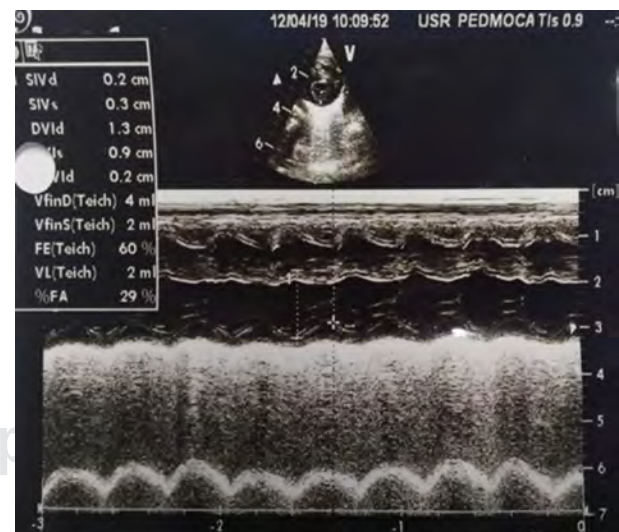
Ecocardiograma. Se evidencia buena función sistodiastólica ventricular izquierda, con gasto cardíaco de 250 mL/kg/minuto, sin hallazgos secundarios de hipertensión pulmonar. Ductus arterioso cerrado.
